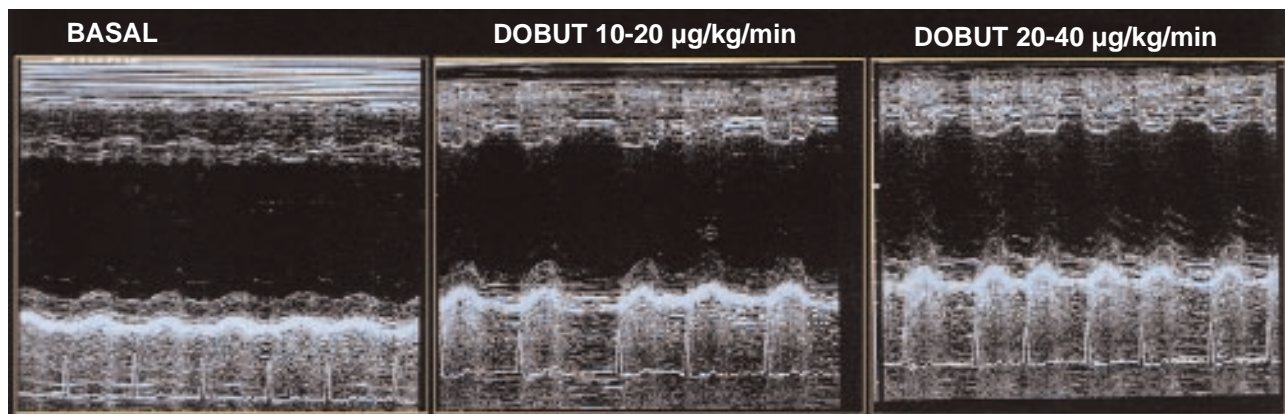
Ecocardiografía con dobutamina. Respuesta mantenida del miocardio tras la administración i.v. de dobutamina. A bajas dosis (< 20 µg/kg/min) el miocardio mejora, manteniéndose esta mejoría con dosis altas de dobutamina (> 20 µg/kg/min).
